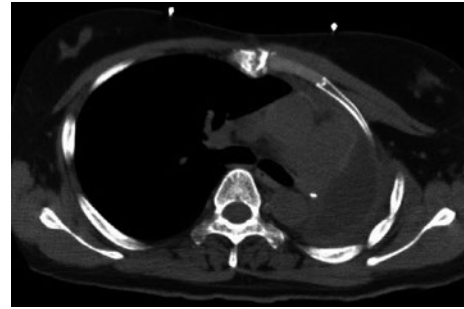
入院時胸部CT. 術後の再発および転移を認めず, そのほかにも異常影を認めなかった.
